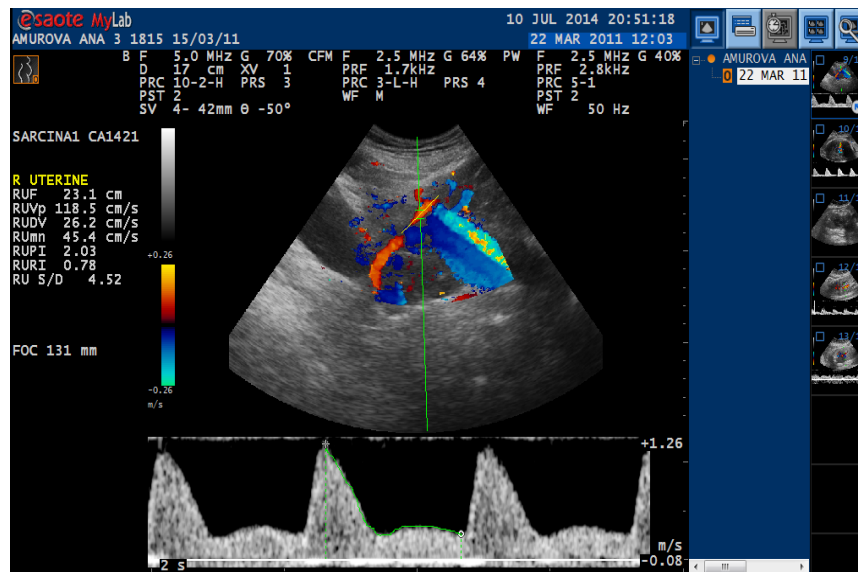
Înregistrarea unei dopplerografice pe artera uterină.
